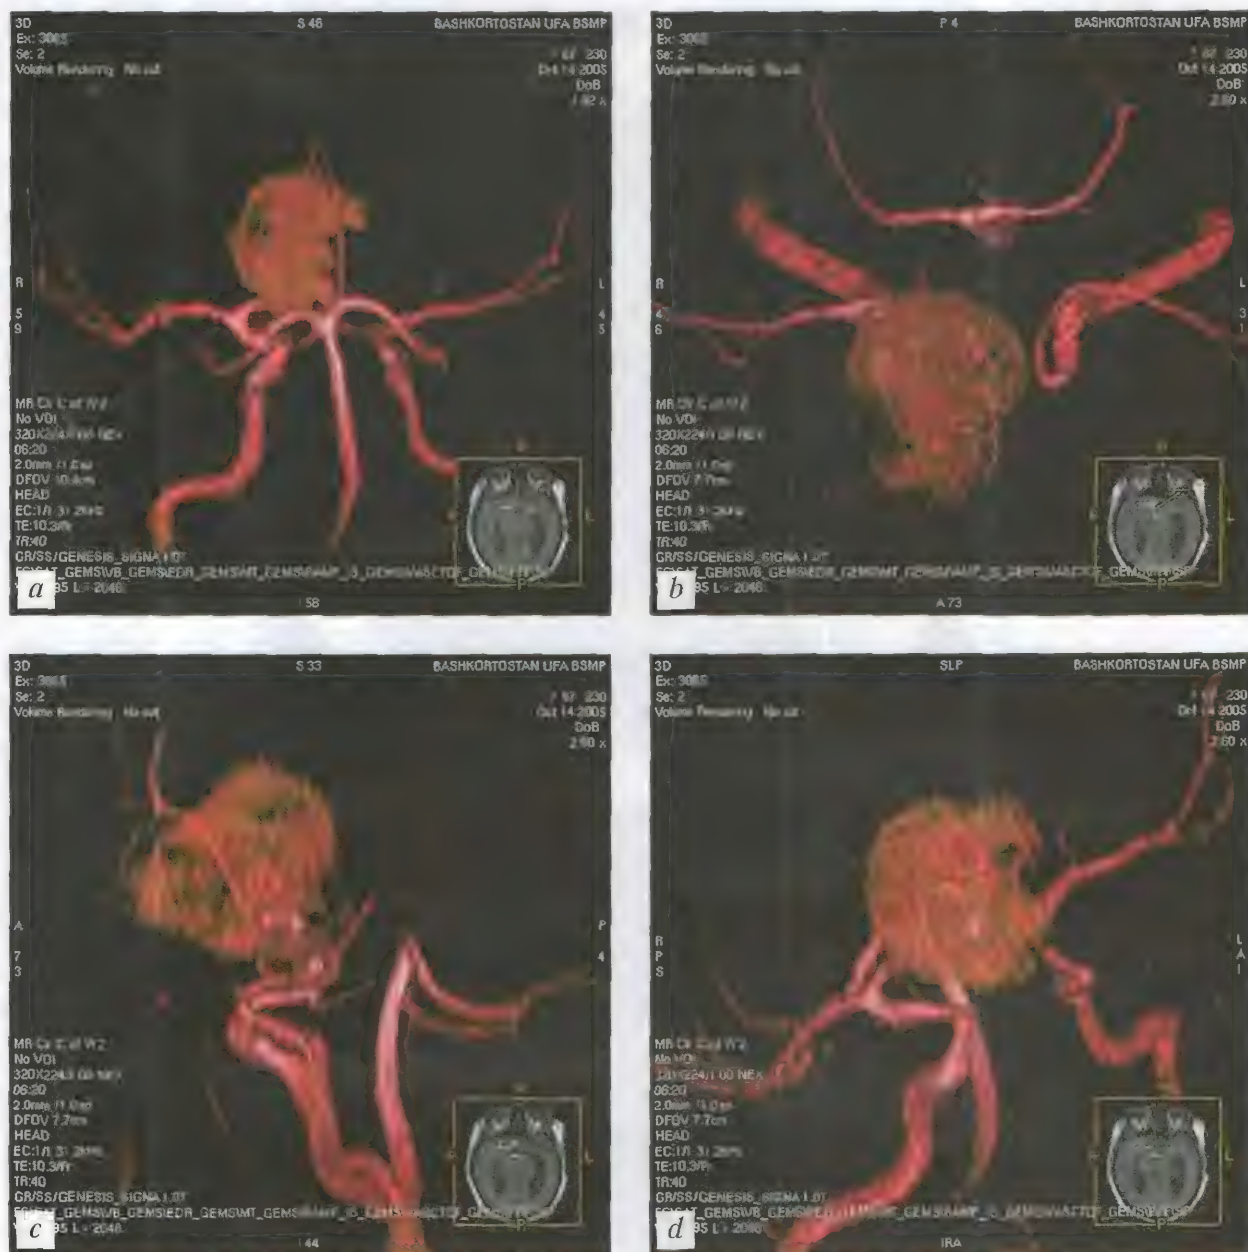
Больной М., 67 лет. Внутримозговая гематома в правой теменной доле (бассейн правой средней мозговой артерии). 3D-реконструкция церебральных артерий и гематомы. МРТ (3D TOF) — *a-d*
